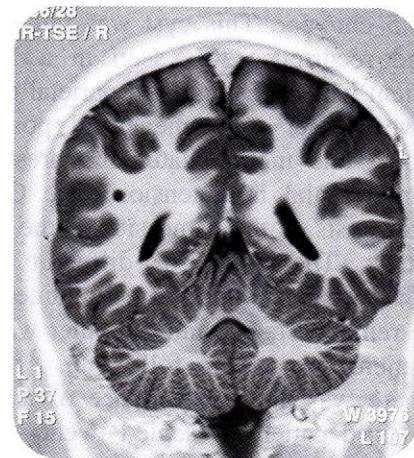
Coronal T1-weighted MR image. Incidental finding of a small rounded and regular hypointense cyst at the gray-white matter junction of the right parietal lobe. This 23-year, neurologically intact patient had multiple hepatic hydatid cysts that presented with recurrent attacks of tension headache. The differential diagnosis includes early hydatid cyst.
